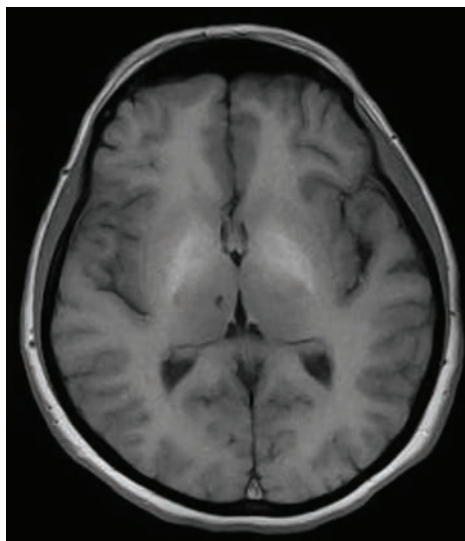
МРТ головного мозга. Накопление парамагнитного вещества в области базальных ганглиев (предположительно марганца)
